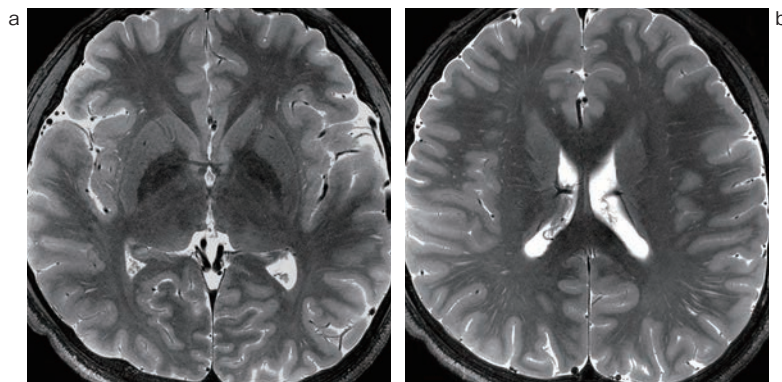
7T MRIで撮像した高解像度T2強調画像(0.4mm×0.4mm×2mm) 正常構造に加えて、やや目立つ血管周囲腔も明瞭に描出されている。
